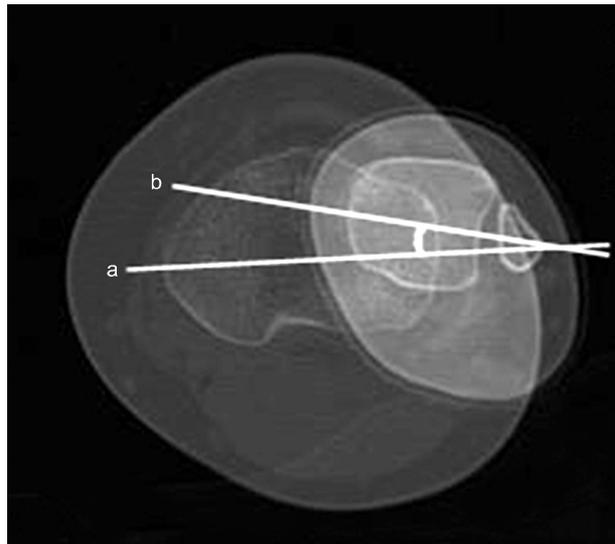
Computed tomography of left tibia, which measures the angle between the bisection line of tibia head (a) and the line connecting medial and lateral malleolus at distal tibia (b).
